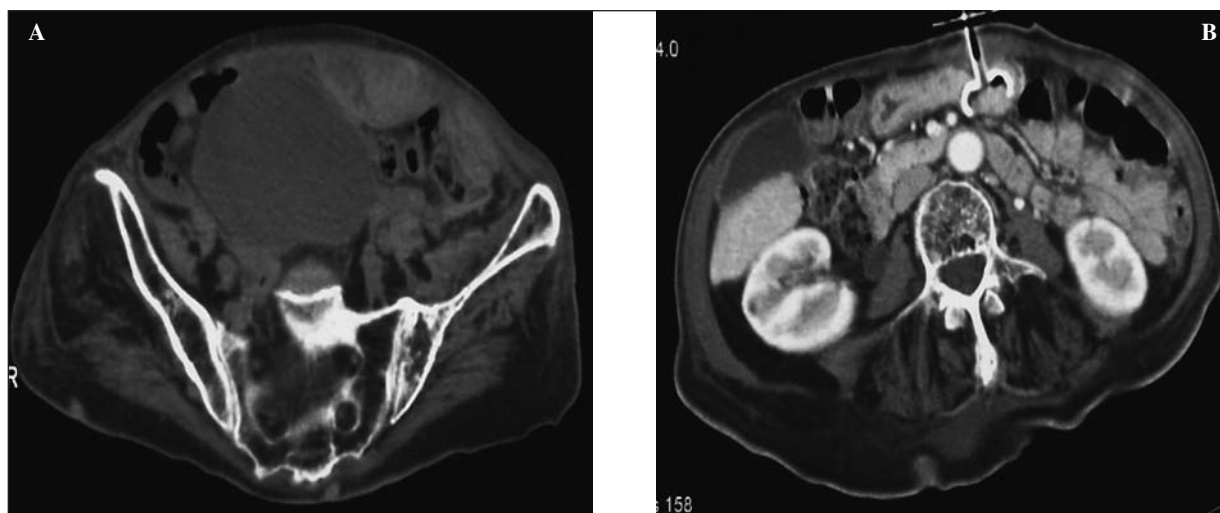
A) TAC abdominal: se identifica voluminoso hematoma en la pared abdominal anterior, que se extiende desde inmediatamente caudal a la gastrostomía hasta el espacio de Rezius. B) TAC control(03-10-11): hematoma en pared abdominal anterior que mide 10 x 7,7 x 11 cm.
